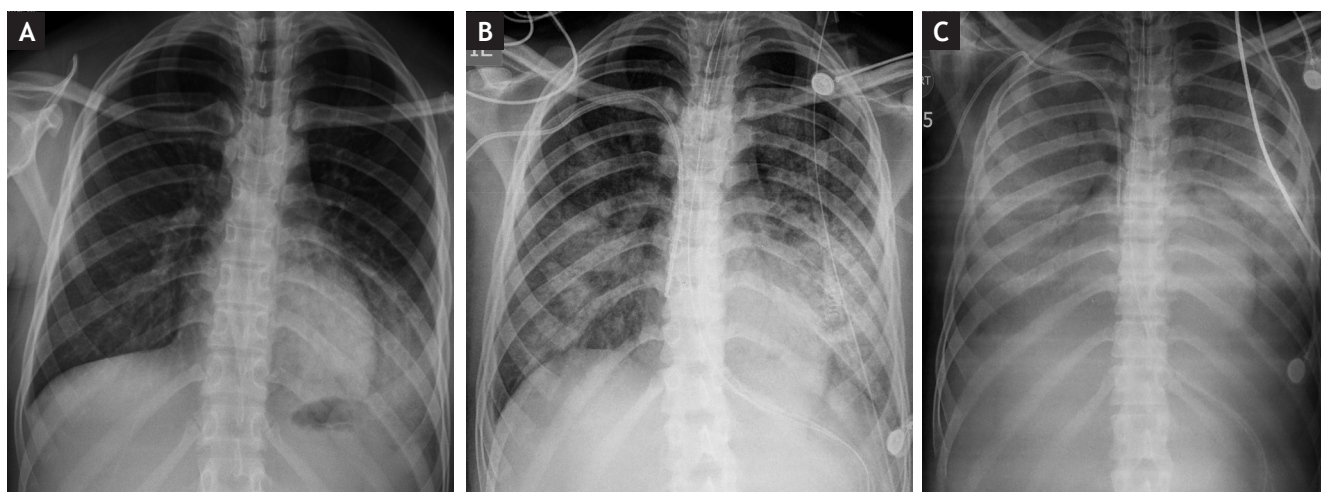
Caso 4. A. Radiografía de tórax inicial. Consolidación basal izquierda. B. Radiografía de tórax a los 3 días. Áreas de consolidación en lóbulos inferiores con progresión evidente de las alteraciones parenquimatosas. C. Radiografía de tórax a los 6 días. Consolidación difusa del parénquima pulmonar que puede relacionarse con neumonía y SDRA asociado.
